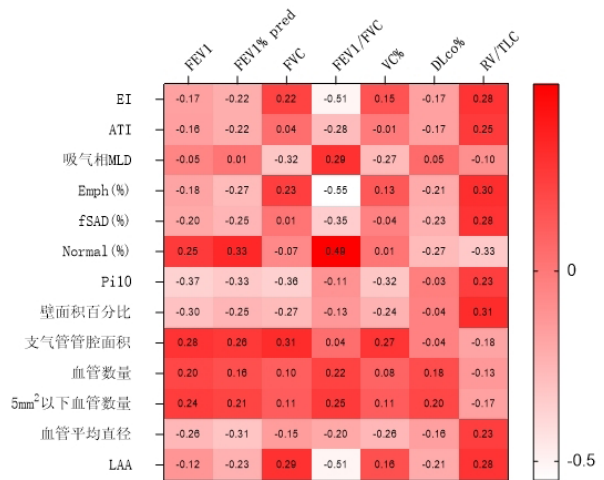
CT参数与肺功能参数的相关性分析。红色程度越深正相关性越强, 颜色程度越浅负相关性越强, 颜色内数字为Spearman相关系数。
